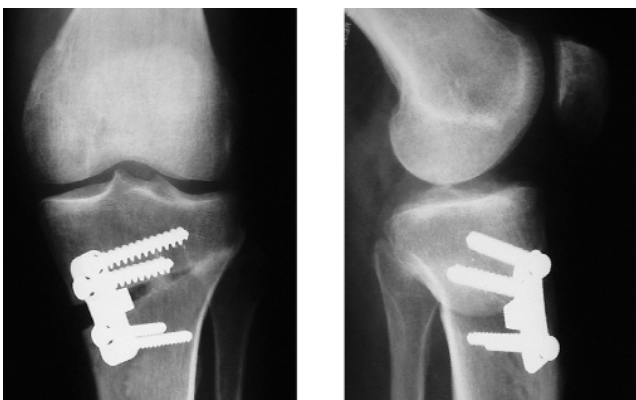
Röntgen: Postoperative Aufnahme nach valgusierender, tibialer Korrekturosteotomie in medial öffnender Operationstechnik
